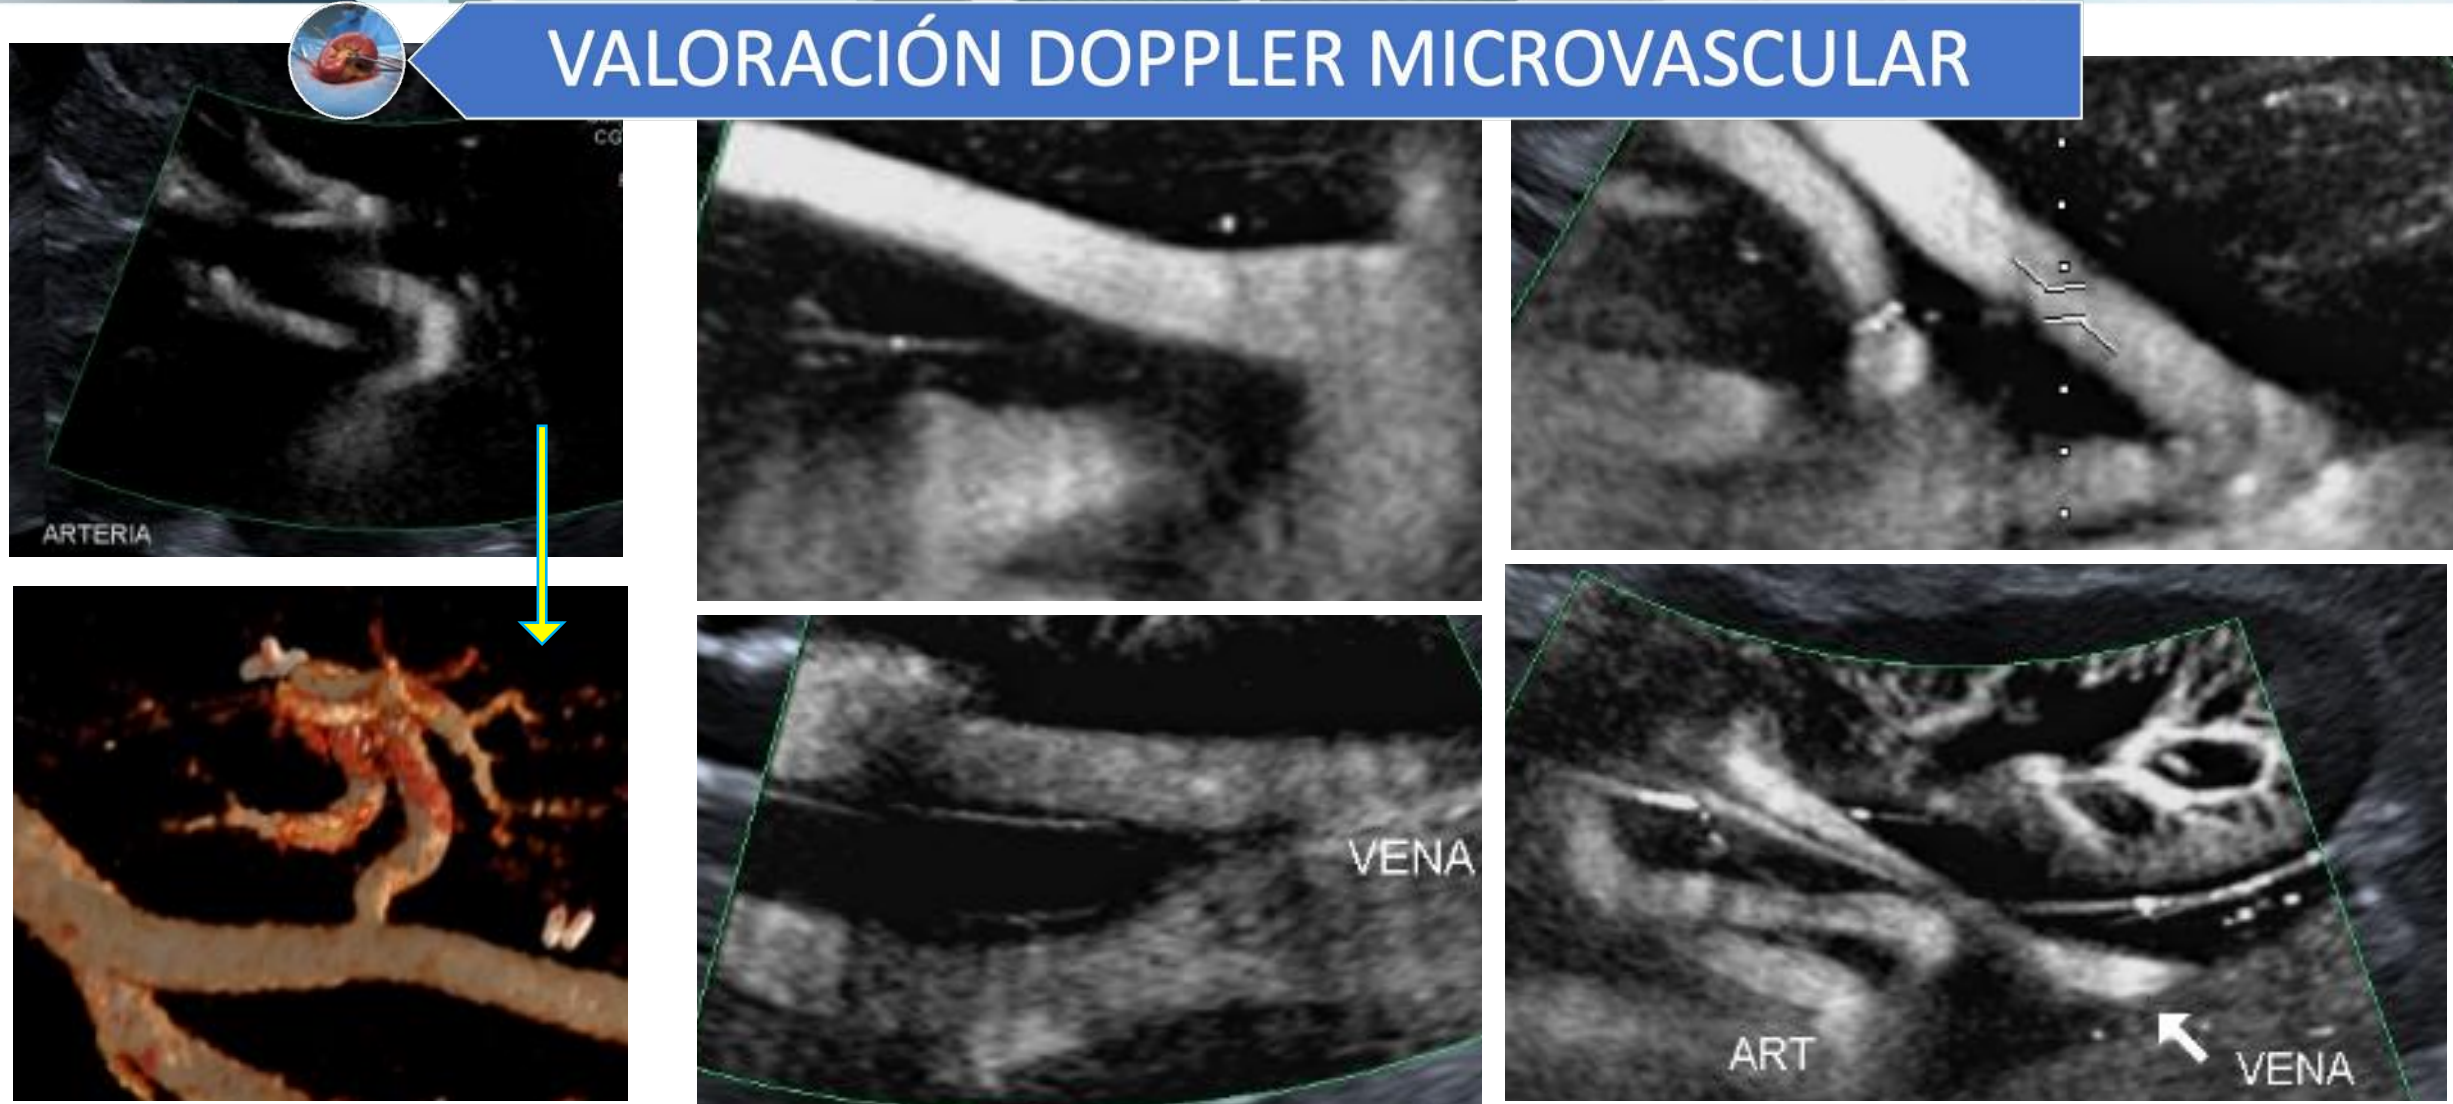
Valoración de las anastomosis arteriales y venosas con Doppler microvascular que permite ver su morfología y permeabilidad identificando acodamientos y estenosis.
